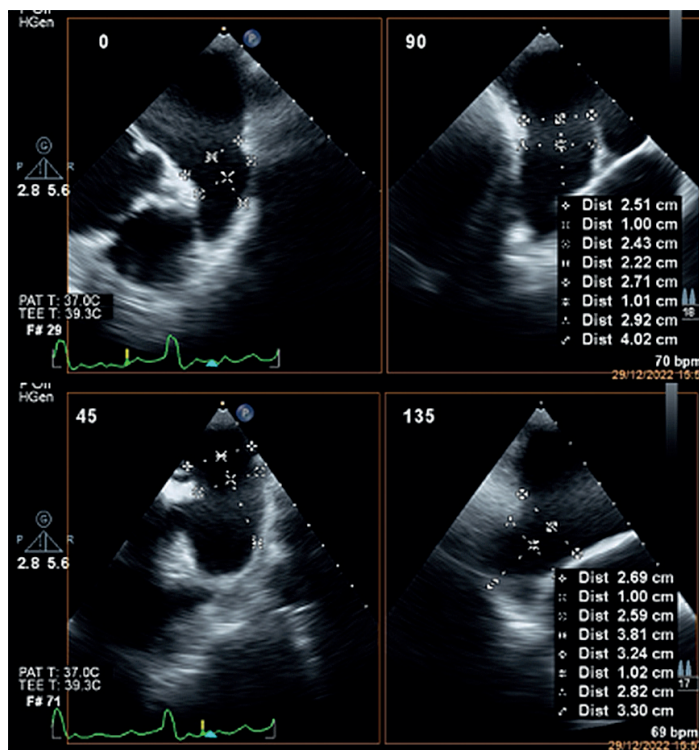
Ecocardiograma transtorácico: exibição dos planos e medidas a 0°, 45°, 90° e 135° do AAE utilizando a ferramenta de corte por múltiplos planos (xPlane) para o dispositivo Amulet.
